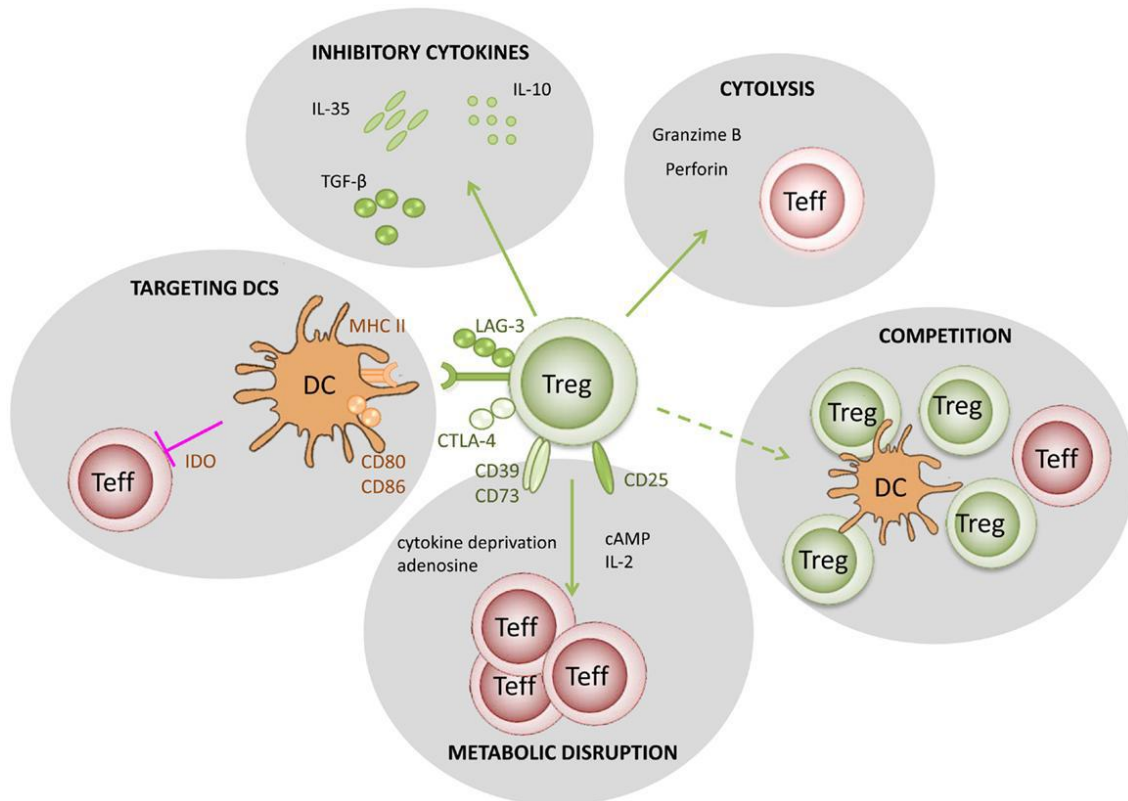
Mechanismen T<sub>reg</sub>-vermittelter Suppression. cAMP: cyclisches Adenosinmonophosphat, CD: cluster of differentiation, CTLA-4: cytotoxic t-lymphocyte-associated protein 4, DC: dendritic cell, IDO: Indolamin-2,3-dioxygenase, IL: Interleukin, LAG-3: lymphocyte activation gene 3, MHC: major histocompatibility complex, Teff: effector t cell, TGF-β: transforming growth factor β, Treg: regulatory t cell. Abbildung aus [46], Verwendung unter Creative Commons Attribution License (CC BY). Frontiers Media: Frontiers in immunology. Mechanisms underlying CD4<sup>+</sup> Treg immune regulation in the adult: from experiments to models. Caridade M, Graca L and Ribeiro RM. © 2013 Caridade, Graca and Ribeiro.
